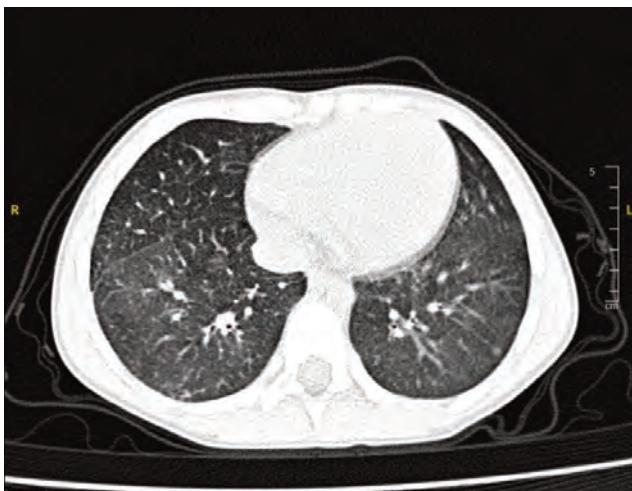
TC de la paciente con imagen en vidrio deslustrado a causa de la hemorragia pulmonar.
